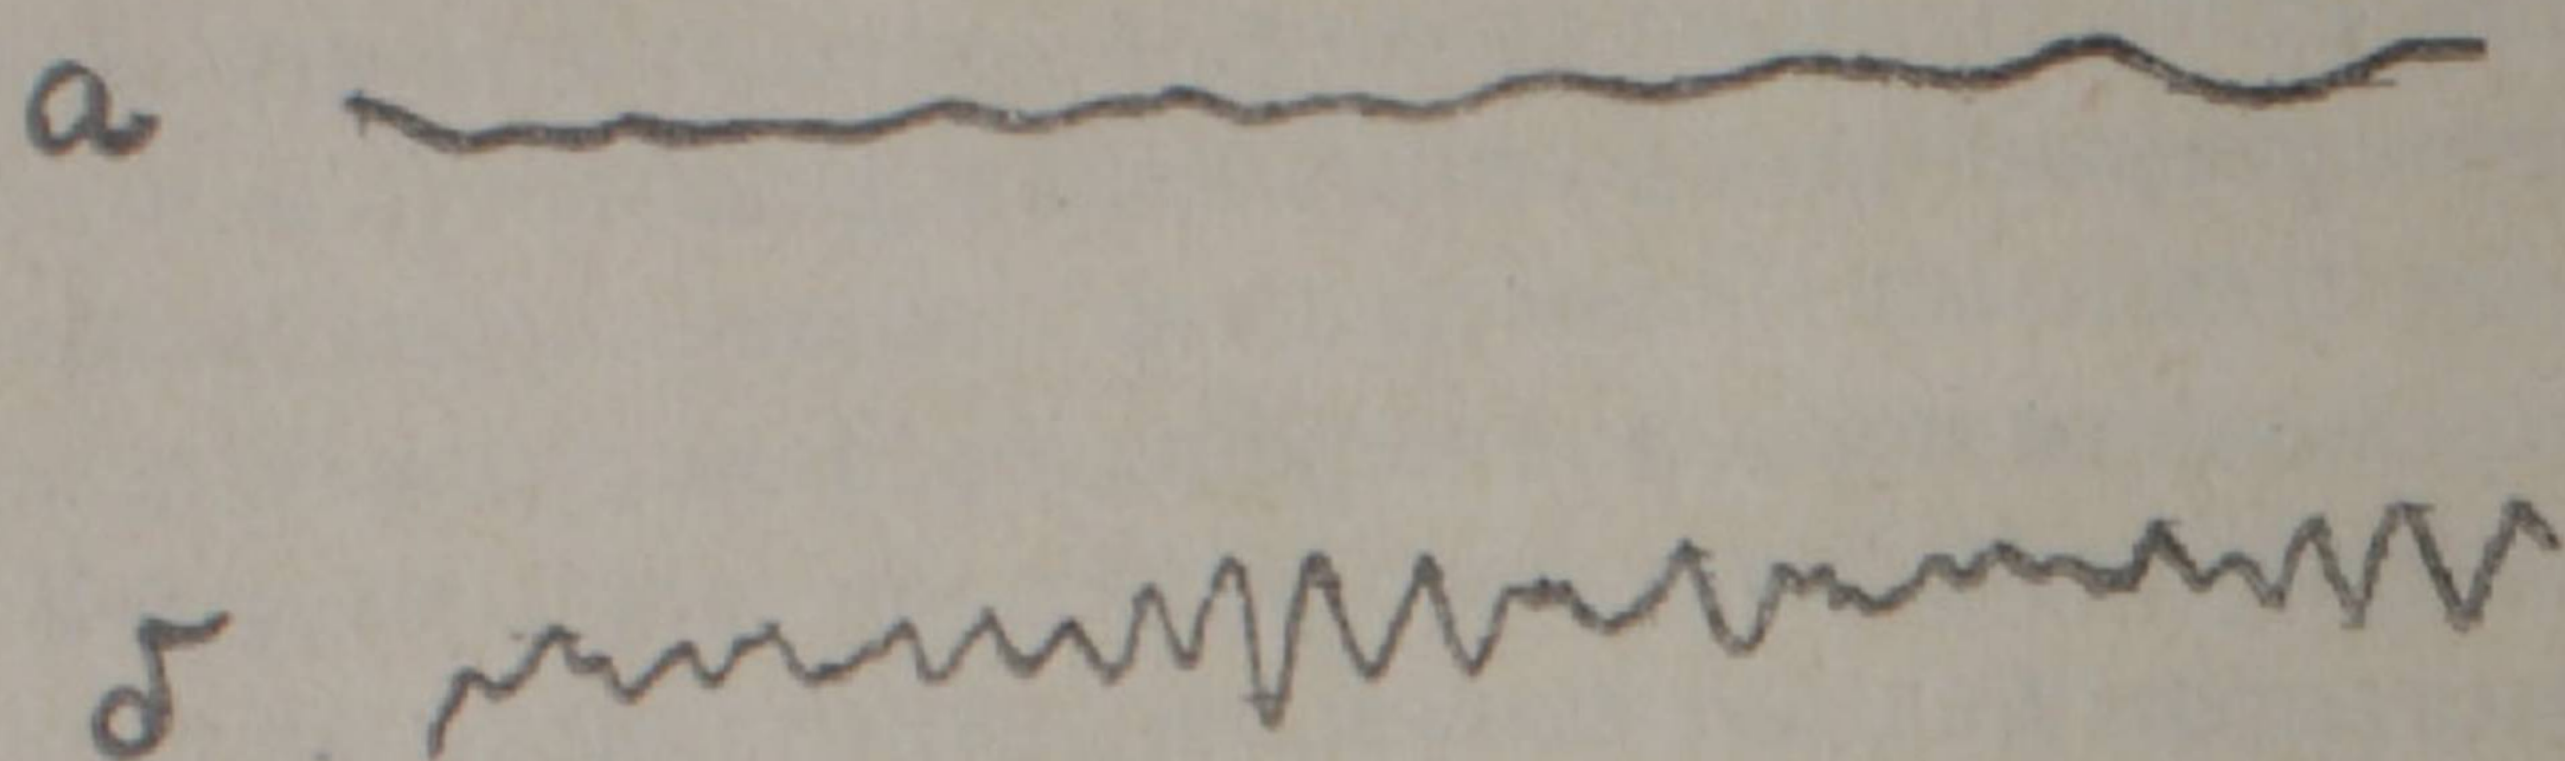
Изолированная гипотермическая кардиоплегия при перфузии коронарных сосудов холодным ($+2^{\circ}\text{C}$) физиологическим раствором: а — фибрилляция желудочков, б — полная остановка сердца.
